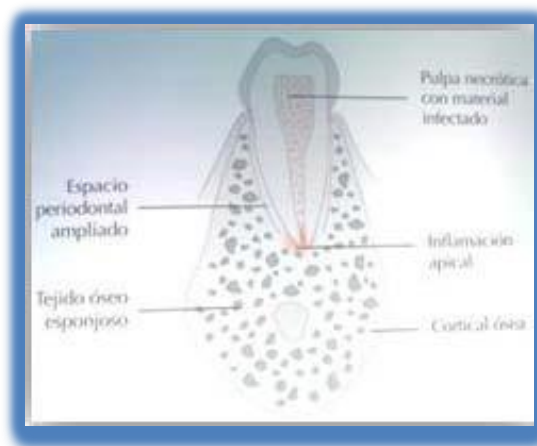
Colonización de bacterias a nivel periapical.¹⁷
